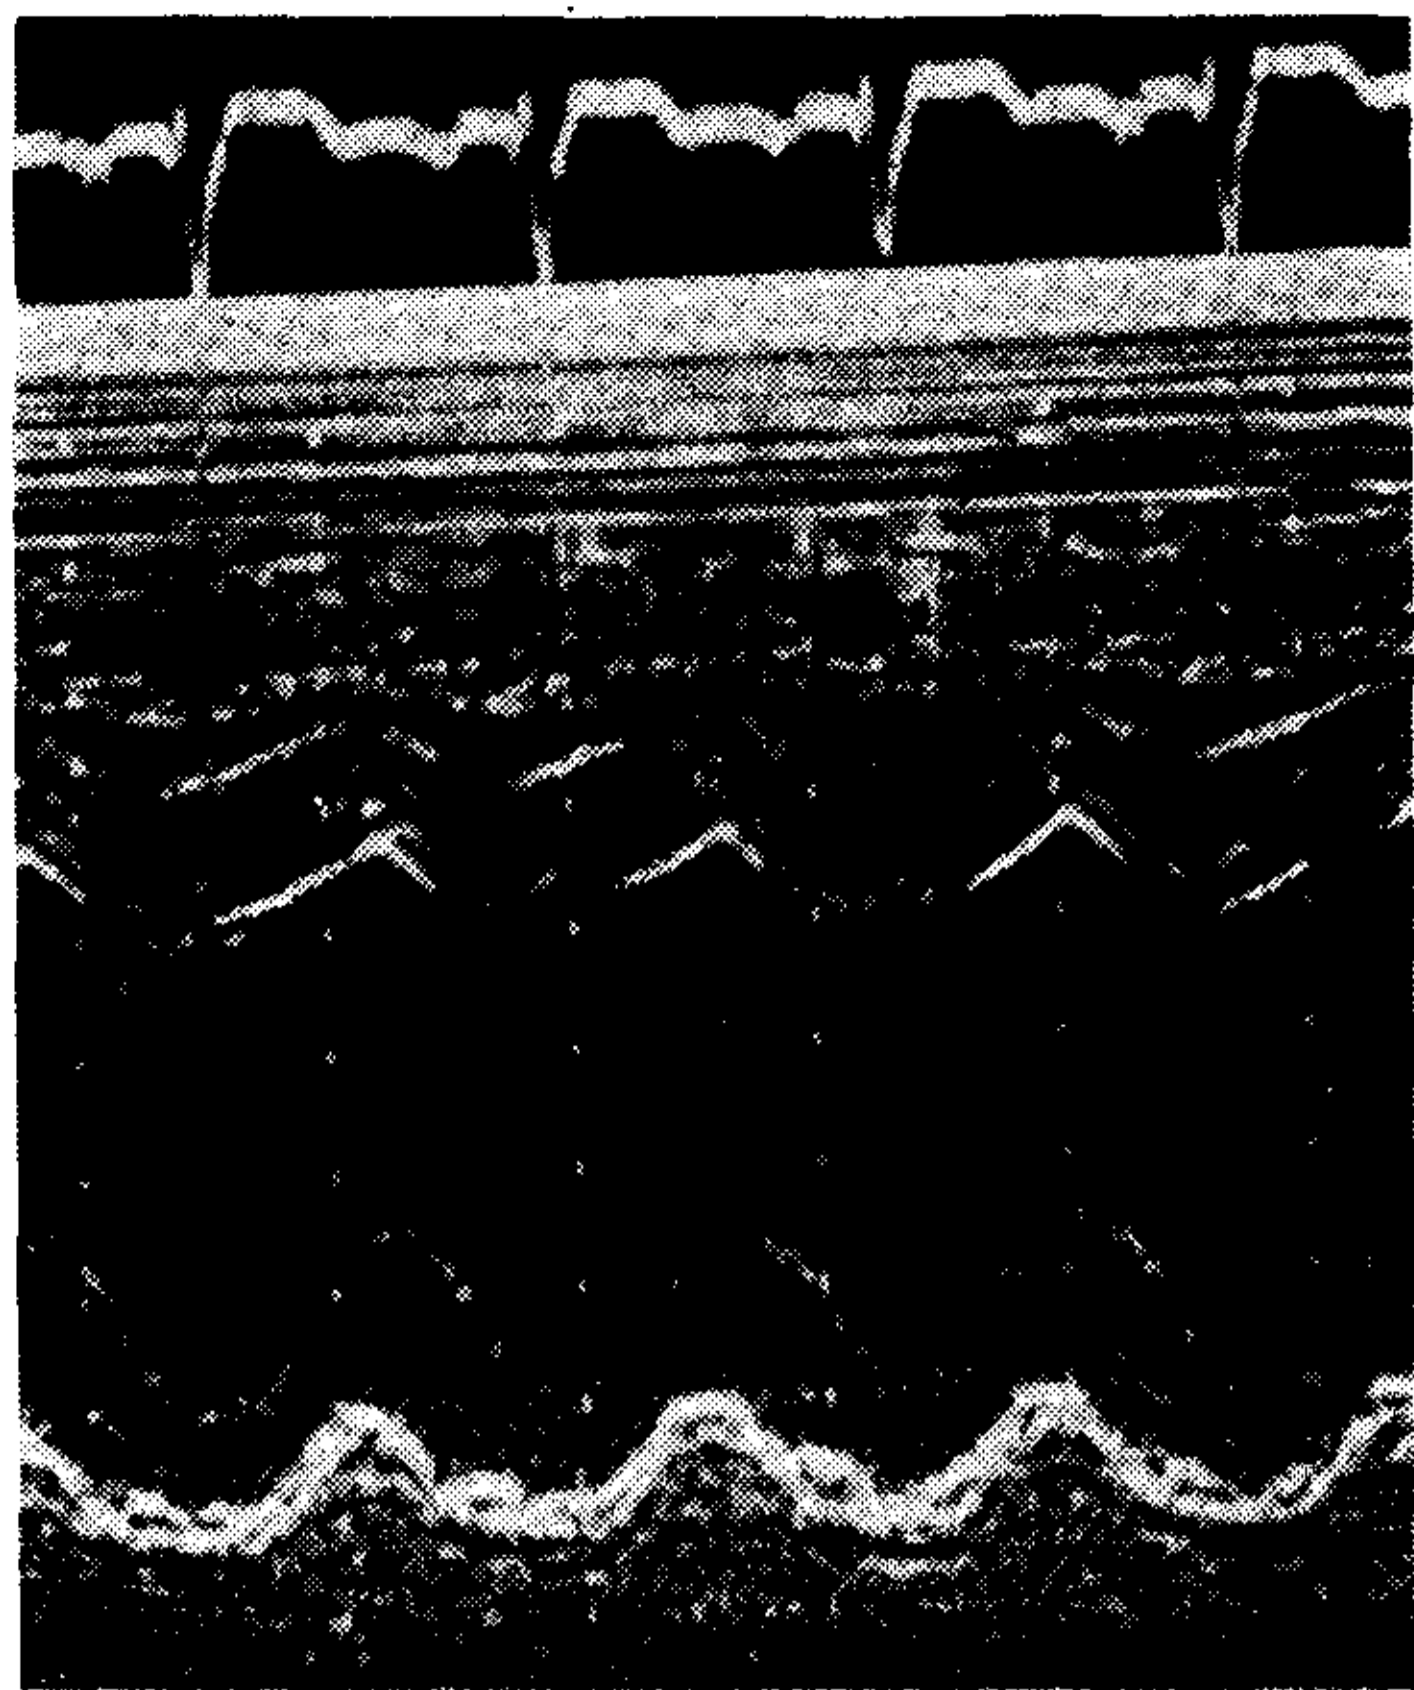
Paciente N° 2: Ecocardiograma efectuado en el 6º mes de evolución post-operatoria. Fracción de eyección: 0,61. Volumen de fin de diástole 60 ml. Persiste la hipertrofia asimétrica del septum, pero éste exhibe movilidad de tipo paradójal, lo cual puede ser secundario al bloqueo de rama izquierda (14), o a la implantación de la prótesis.
